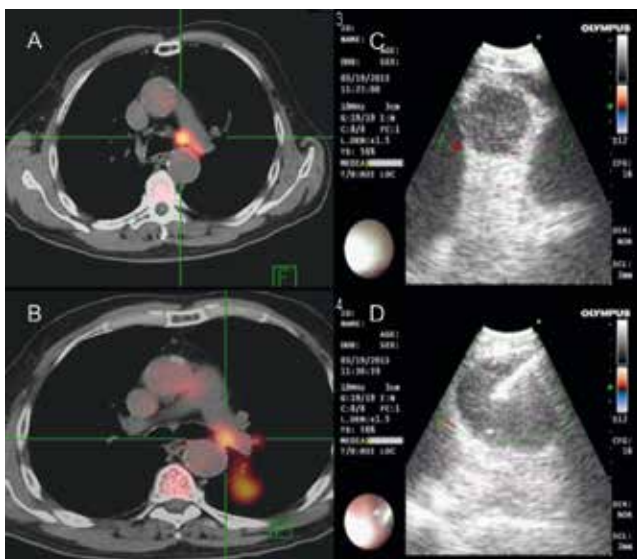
A, B. PET con captación metabólicamente activa en la lesión en LII y en estaciones 10 y 11L. C. Ganglio identificado por medio de ultrasonido. D. Punción del ganglio en tiempo real; estación 10L.
